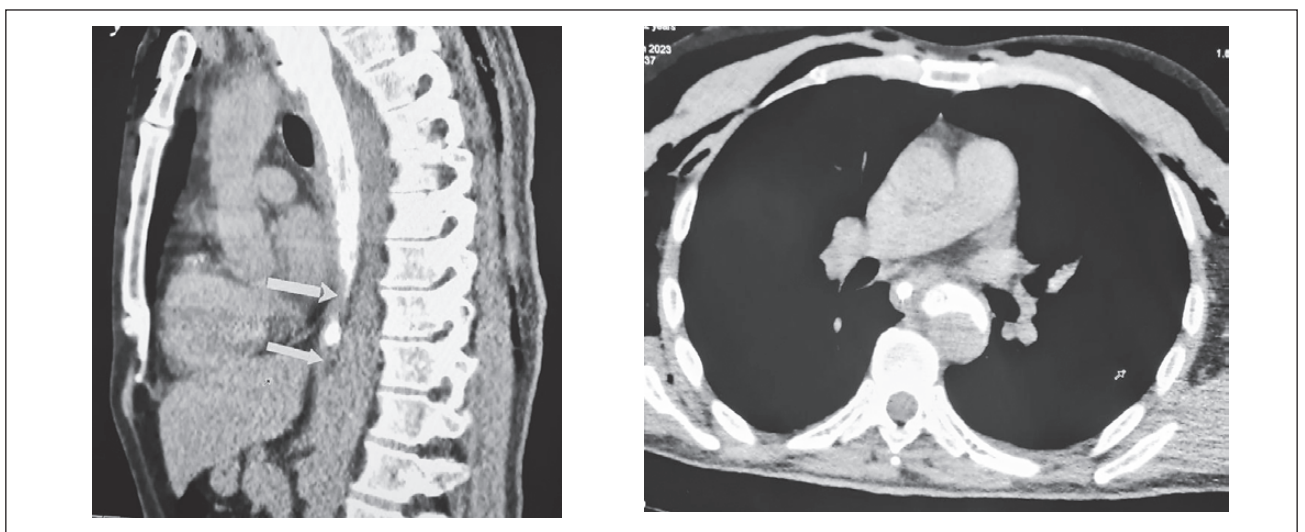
Мультиспіральна комп'ютерна томографія органів грудної клітки — тотальний задній медіастиніт (тотальне поширення контрасту у задньому середостінні)
